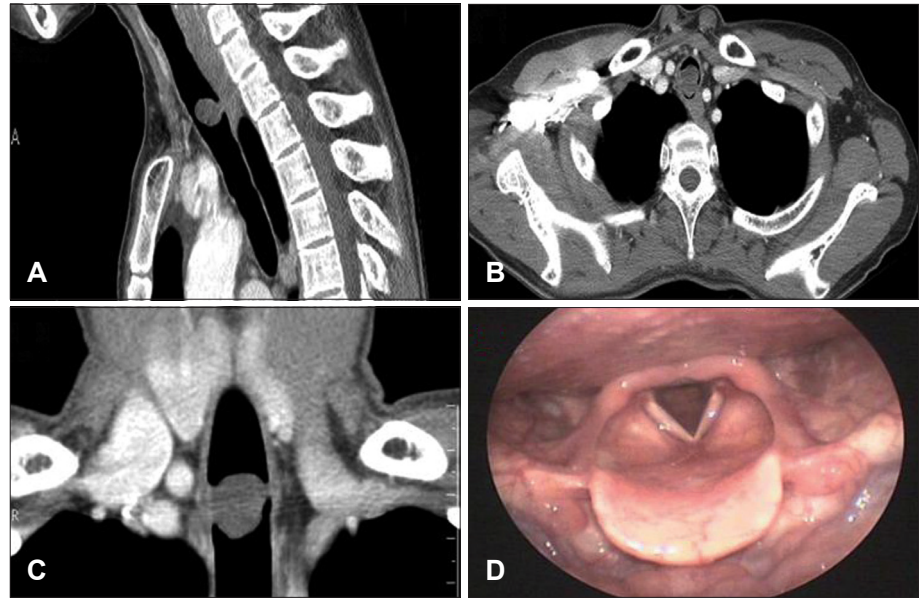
Radiologic and endoscopic finding of tracheal tumor & endoscopic finding. CT scan (A: sagittal, B: axial, C: coronal view) showed a 1.5×1.2 cm sized, smooth surface, weak enhancement, well circumscribed, intraluminal protruding mass in the trachea at the level of 2nd cervical vertebra. Endoscopic finding showed that there was no abnormal findings in the larynx (D).
